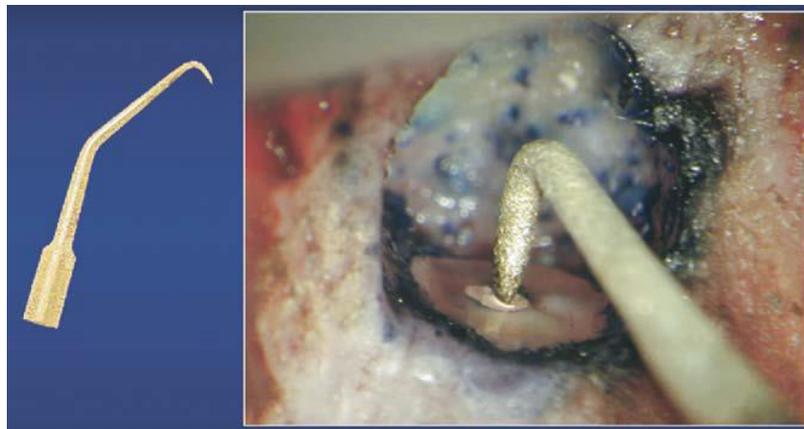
Preparación de la cavidad retrograda con ultrasonido.⁶
